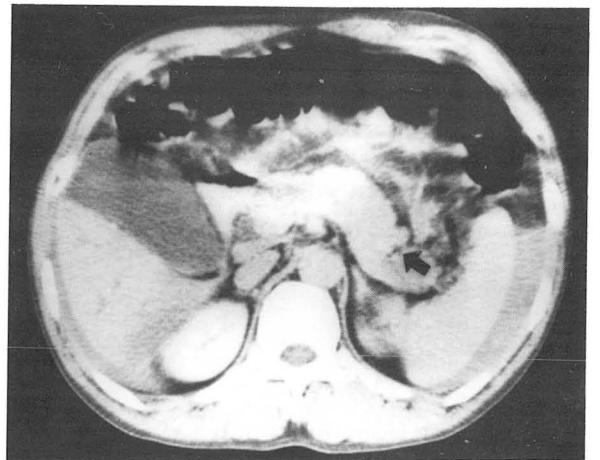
CT grade II: Incomplete radiolucent fracture line is noted at the anterior portion of the pancreas tail (arrow). Fluid density of the both lateral gutter is intraperitoneal hematoma from associated mesenteric tearing.
